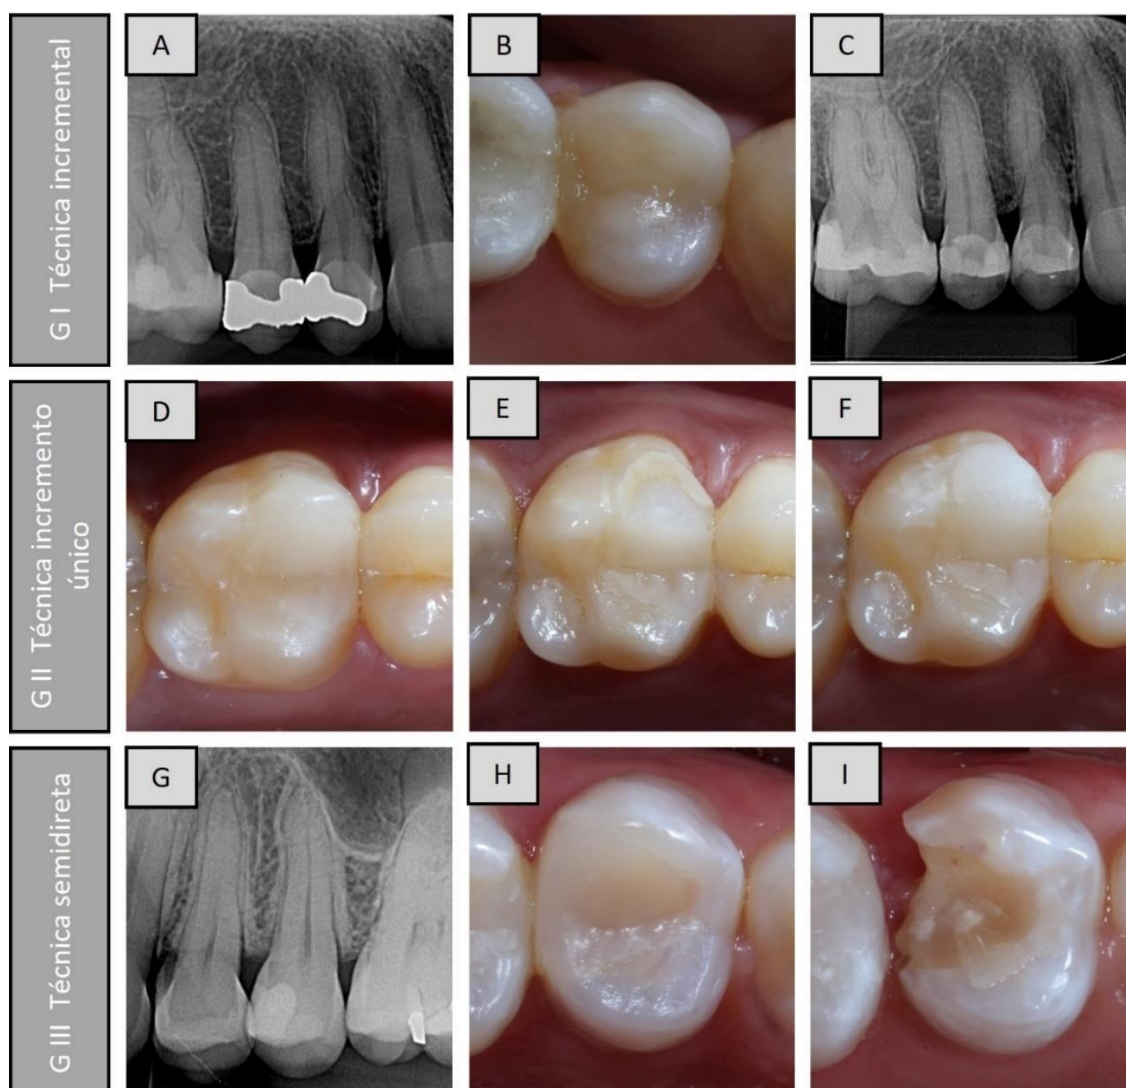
Demonstram as falhas encontradas após 12 meses de acompanhamento. A-C. Técnica incremental oblíqua (GI) com problema endodôntico após 12 meses da confecção da restauração; na radiografia periapical inicial demonstra restauração de amalgama profunda e comprometimento endodôntico na radiografia de 12 meses; D-F. Técnica incremento único (GII), escore Charlie para os critérios fratura e perda de retenção e integridade marginal no modelo USPHS modificado e escore clinicamente insatisfatório (mas reparável) nos critérios no modelo FDI; G-I. Técnica semidireta (GIII), escore Charlie e Clinicamente deficiente (necessária substituição) para os dois modelos de avaliações.
